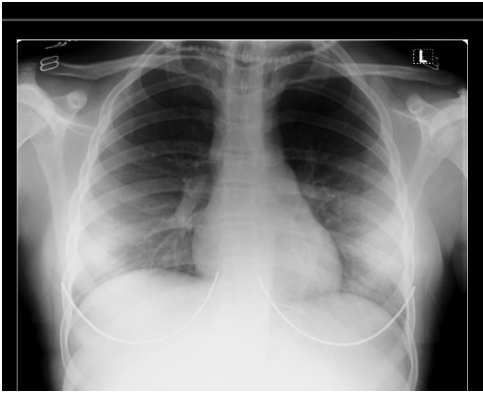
Radiografia cutiei toracice
